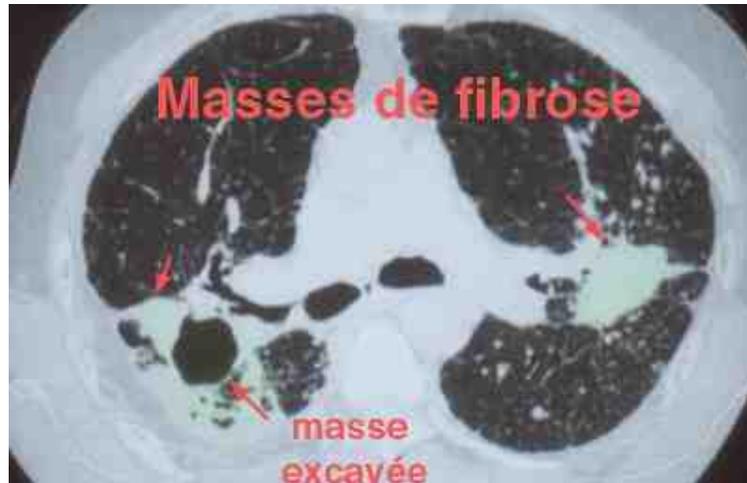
TDM thoracique montrant des masses de fibrose [27]
